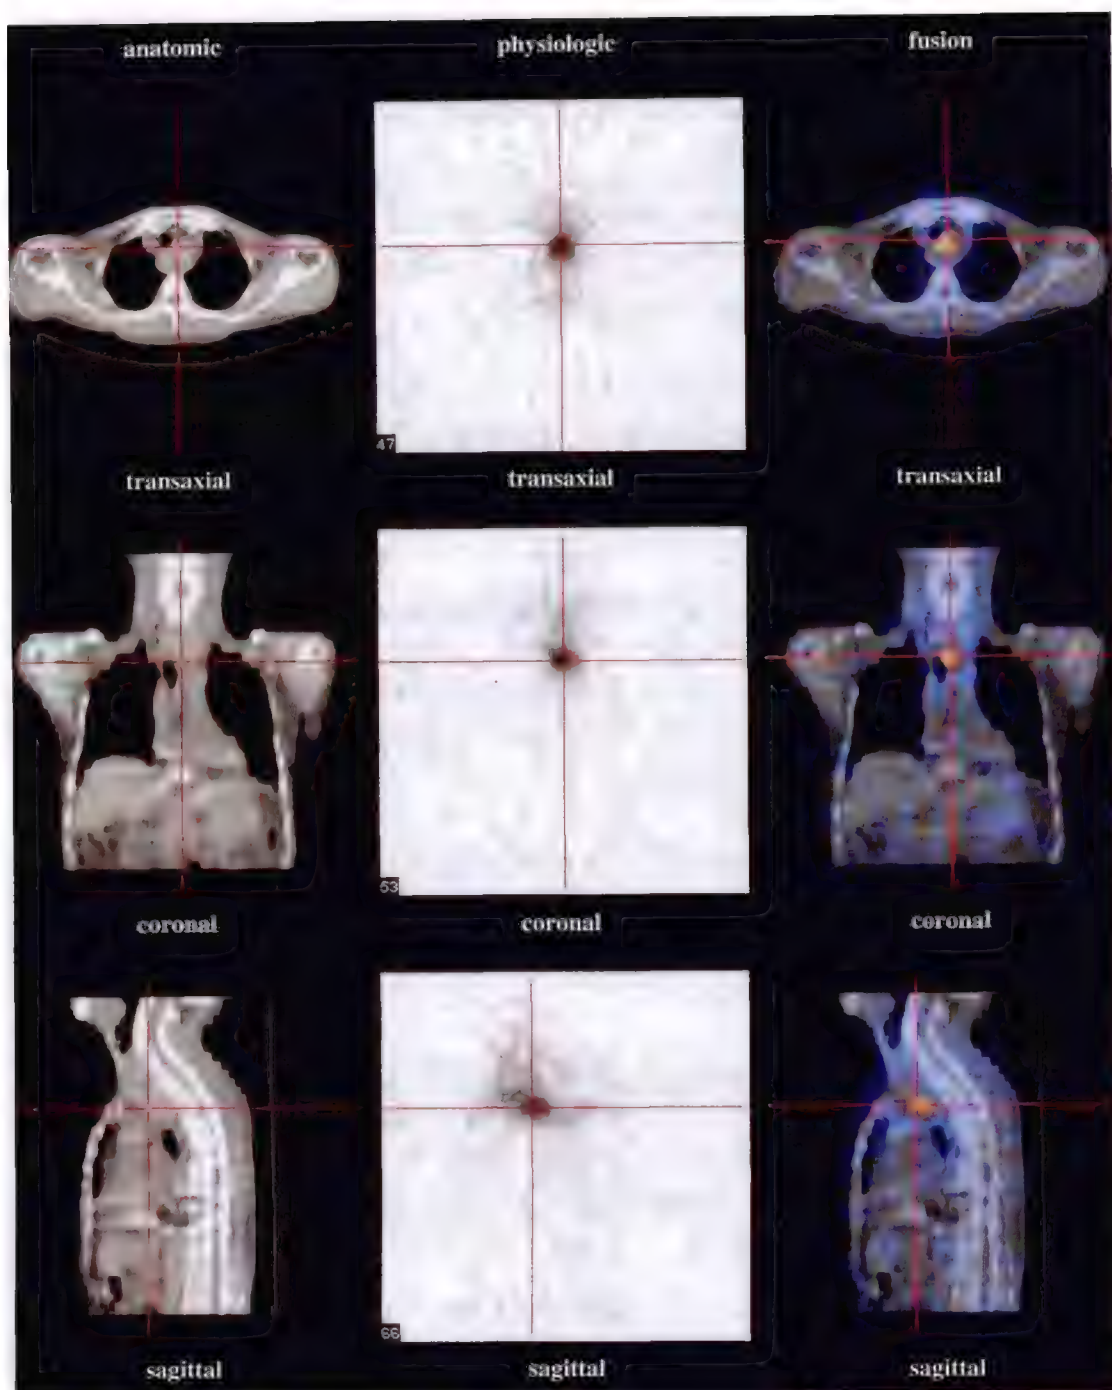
胸骨后甲状腺¹³¹I 显像 SPECT/CT 图像
